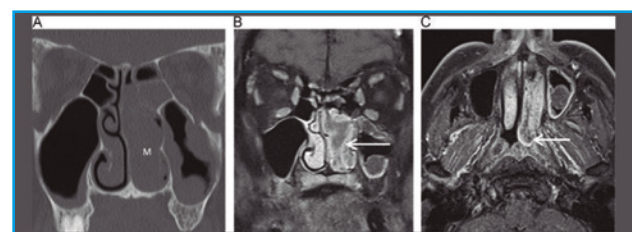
Comparación entre TAC y MRI para diagnóstico diferencial de un papiloma invertido.
